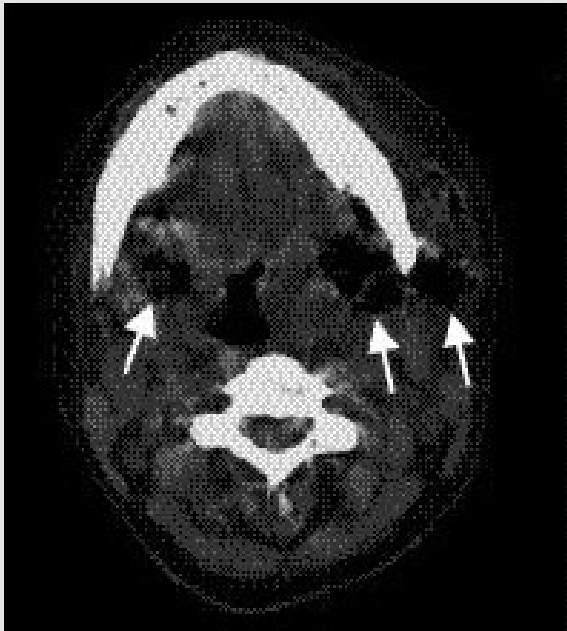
Præoperativ CT-scanning (horisontalt snit) visende store luftansamlinger (pile) såvel lateralt (v.s.) som medialt (bilateralt) for angulus mandibulae.
